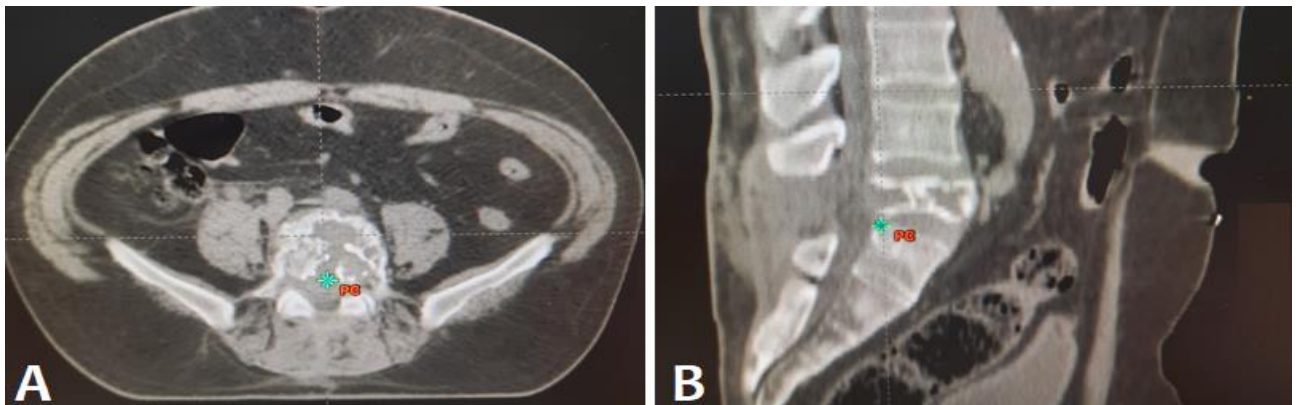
TDM du rachis lombaire, réalisée après laminectomie, en coupe axiale (A) avec reconstruction sagittale (B), montrant une fracture tassement sur une vertèbre pathologique L5, sans recul du mur postérieur.
